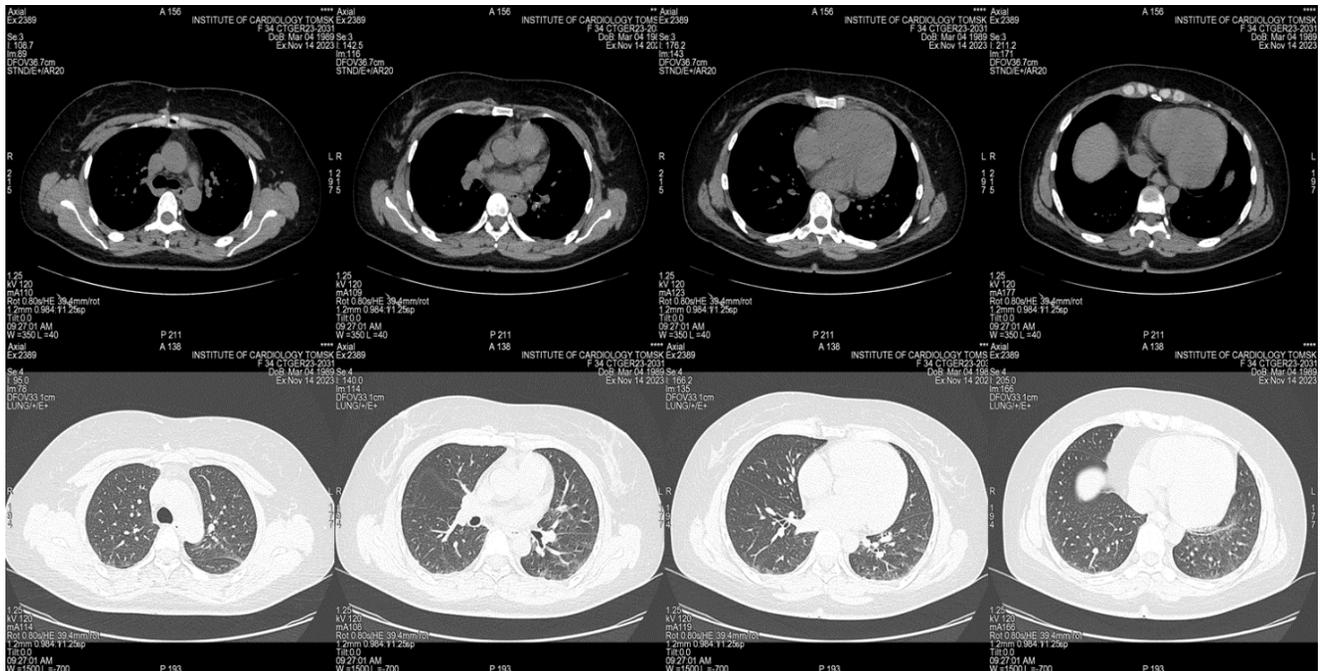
Мультиспиральная компьютерная томография органов грудной клетки.
